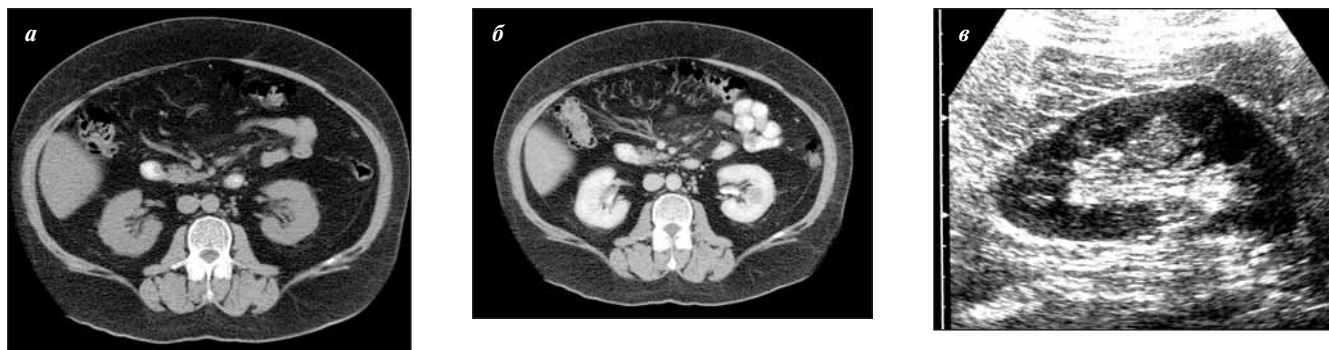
Почечная АМЛ с преимущественным интратанальным распространением: а — КТ; нативное исследование; образование практически не дифференцируется; б — КТ; нефрографическая фаза. В области ворот почки определяется округлое образование, накапливающее контрастный препарат меньше, чем паренхима, деформирующее почечный синус; в — УЗИ. Продольное сканирование. В средней трети почки на границе с почечным синусом определяется округлое образование умеренно повышенной эхогенности с наличием «сетчатой» внутренней эхоструктуры
